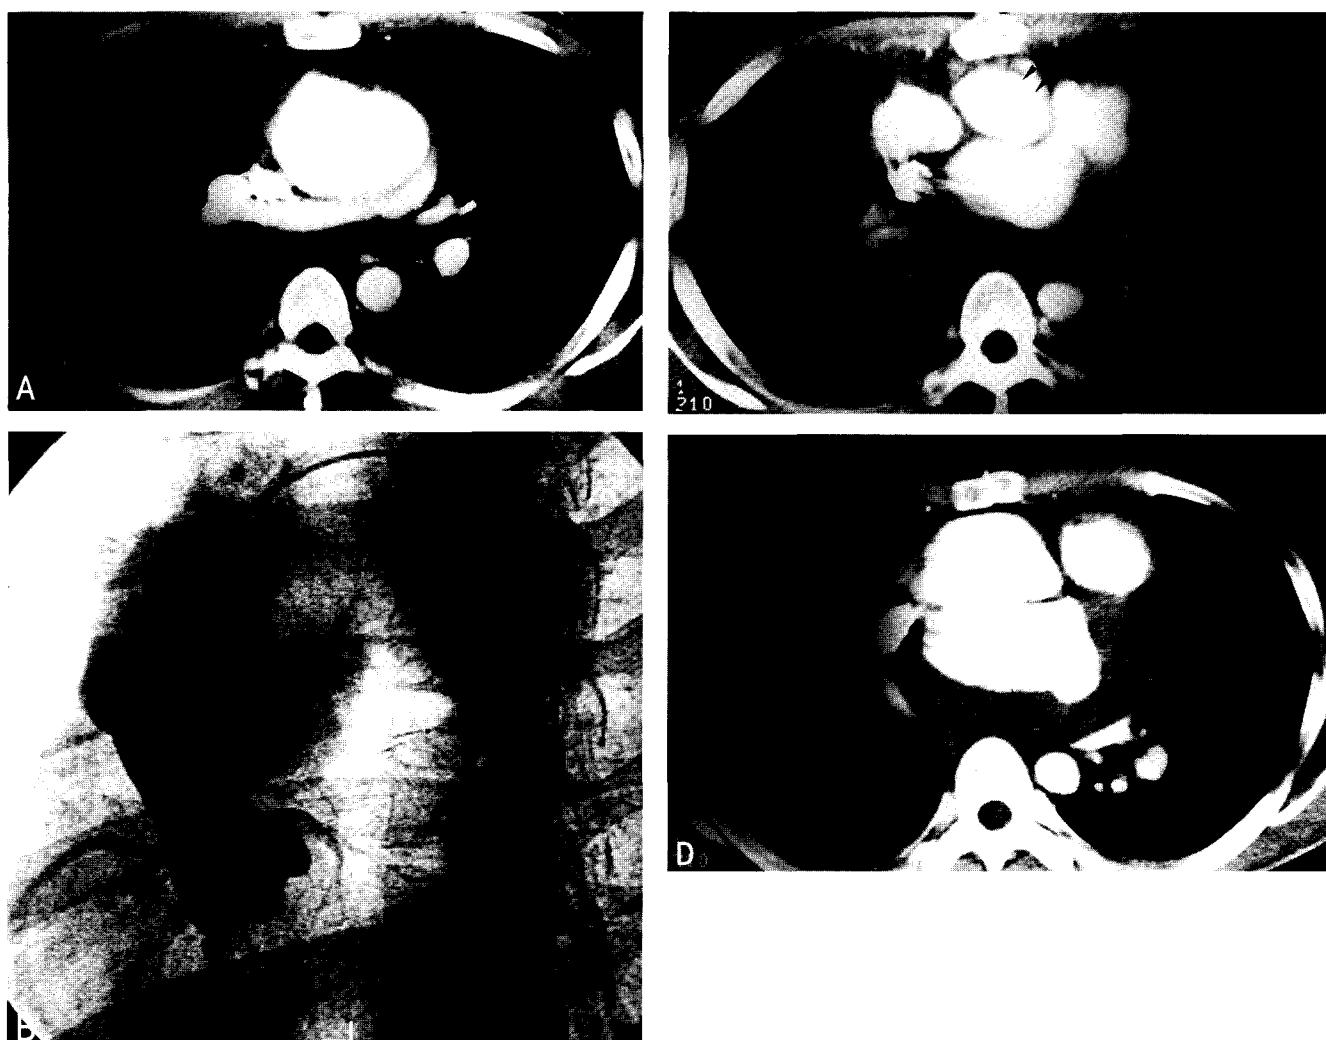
26-year old man who had been diagnosed as Behcet's syndrome by the oral and genital ulcer 4 years before admitted due to the chest pain and palpitation. (a) Contrast enhanced chest CT scan shows dilated ascending aorta measured more than 6cm. (b) Aortogram also shows ascending aortic aneurysm extending to distal aortic arch. He underwent graft replacement in ascending aorta and aortic arch with ligation of Lt. Subclavian artery. (c, d) 9-months follow up CT scan shows anastomosis site dehiscence with 2 large pseudoaneurysms (arrows). Ascending aorta is displaced to anterior aspect (arrowhead). He died of rupture of pseudoaneurysms after 1 month.
